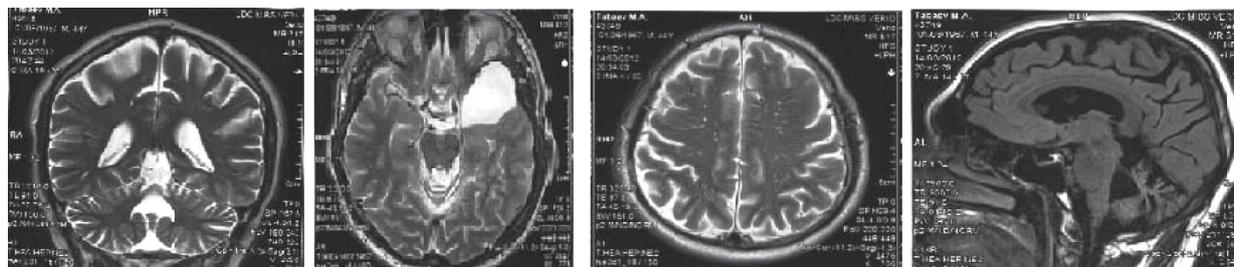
МРТ головного мозга, T2-взвешенное изображение: а – атрофия червя и полушарий мозжечка; б – киста полюса левой височной доли; в – множественные субкортикальные мелкоочаговые изменения вещества головного мозга предположительно сосудистого генеза; г – атрофия коры головного мозга, нормальные размеры моста, среднего мозга, олив продолговатого мозга на фоне атрофии коры и червя мозжечка
